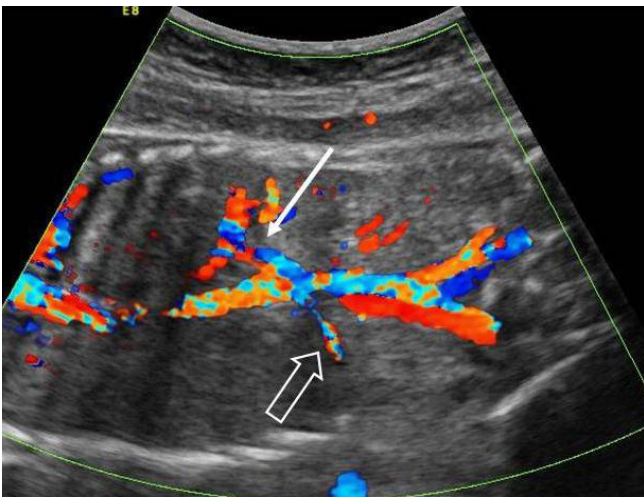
Coronal sonographic view of the fetus. Color Doppler imaging demonstrates the left renal artery entering the thorax to feed the ectopic intrathoracic kidney (white arrow), and normal right renal artery entering the right kidney (hollowed arrow).
